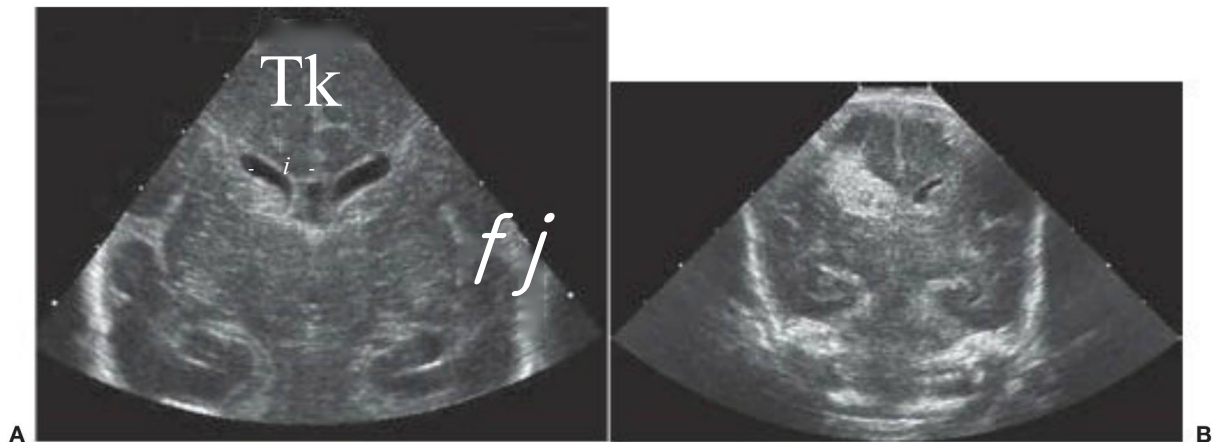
A, Ecografía de cabeza coronal de hemorragia intraventricular de grado I (matriz germinal subependimaria) a la derecha en un recién nacido prematuro (28 semanas de edad gestacional). B, Ecografía de cabeza coronal de un recién nacido prematuro (26 semanas de edad gestacional); obsérvese el aumento de la ecogenlidad a la derecha que representa sangre en el ventrículo lateral derecho e infarto hemorrágico circunventricular.
